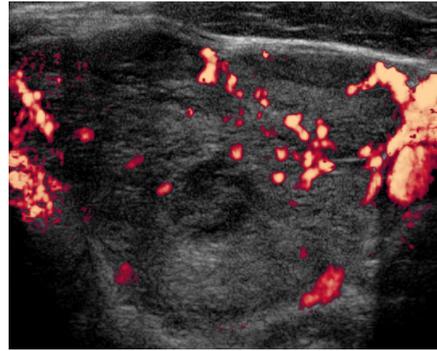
A doppler USG showed increased vascularity and 1.1x0.9 cm sized hypoechoic nodule with thick peripheral hyperechoic rim in the left thyroid lobe.
